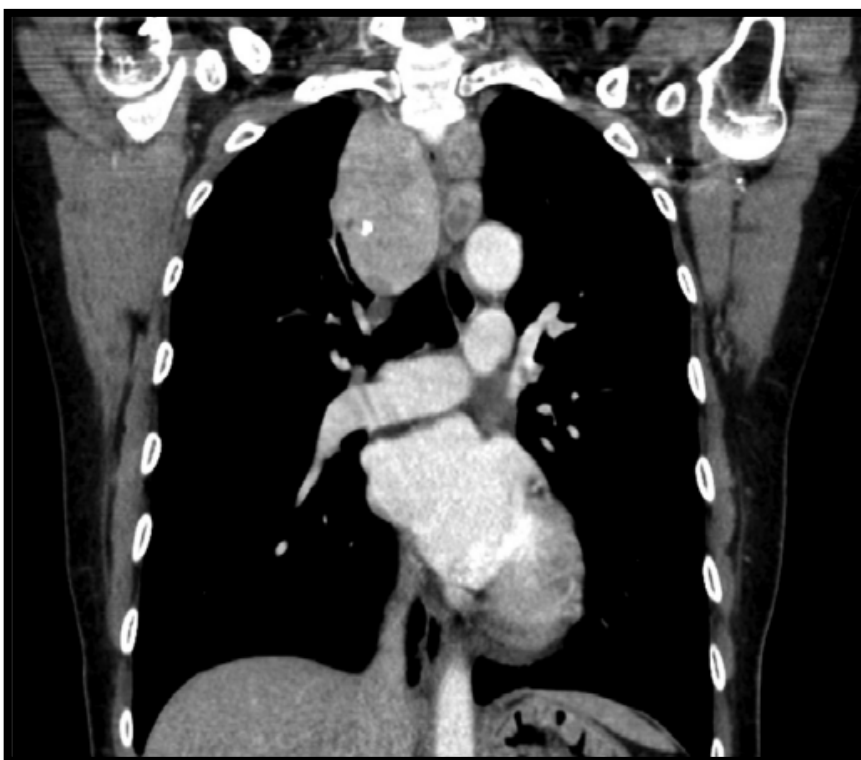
TDM thoracique en reconstruction coronale avec injection de PDC, montrant une extension médiastinale du goitre plongeant plus marquée à droite (97)
